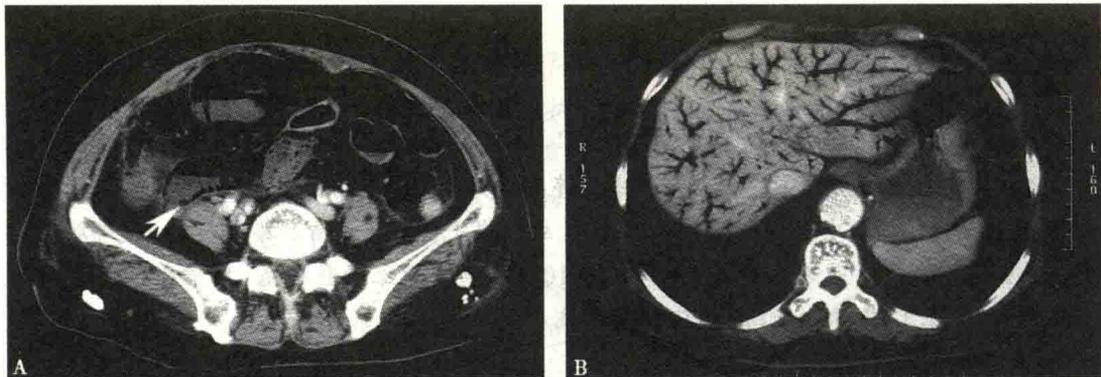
肠管缺血坏死在 CT 影像中的表现
